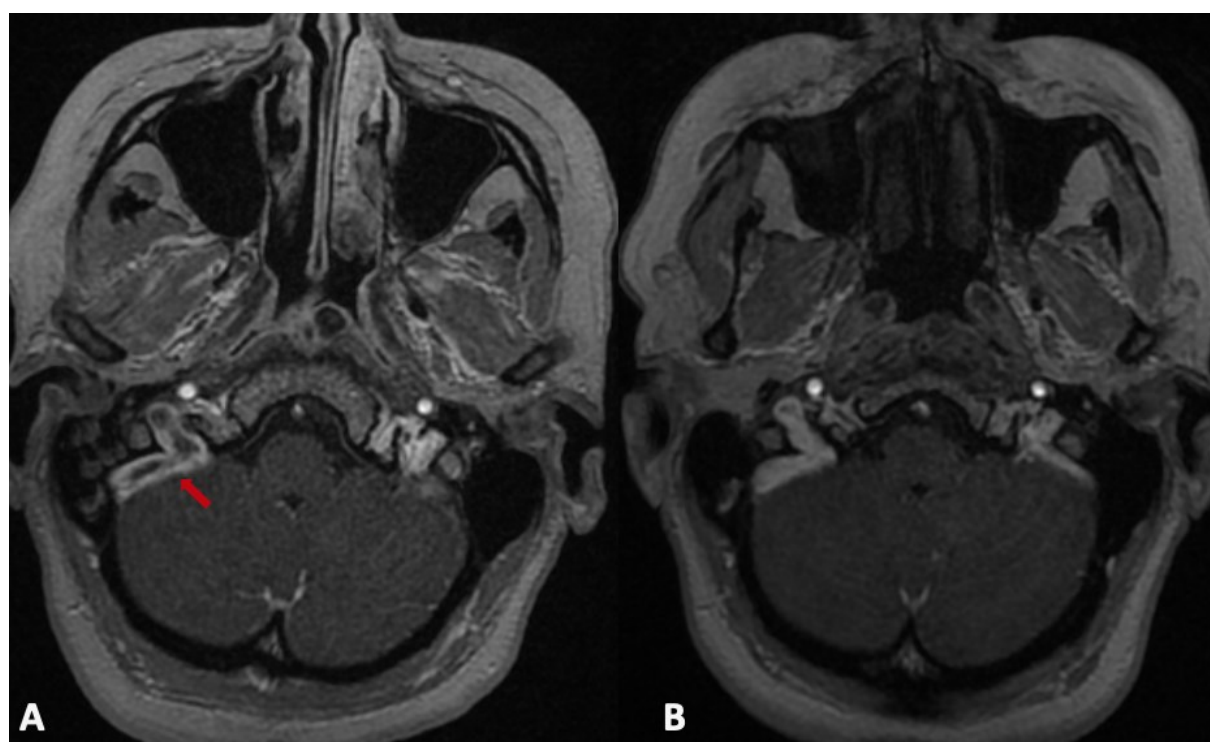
Angio-IRM veineuse d'une patient admise pour TVC du SS droit étendue au golf de la VJI (A) avec reperméabilisation complète à l'imagerie de contrôle (B) après un traitement de 06 mois par dabigatran.
